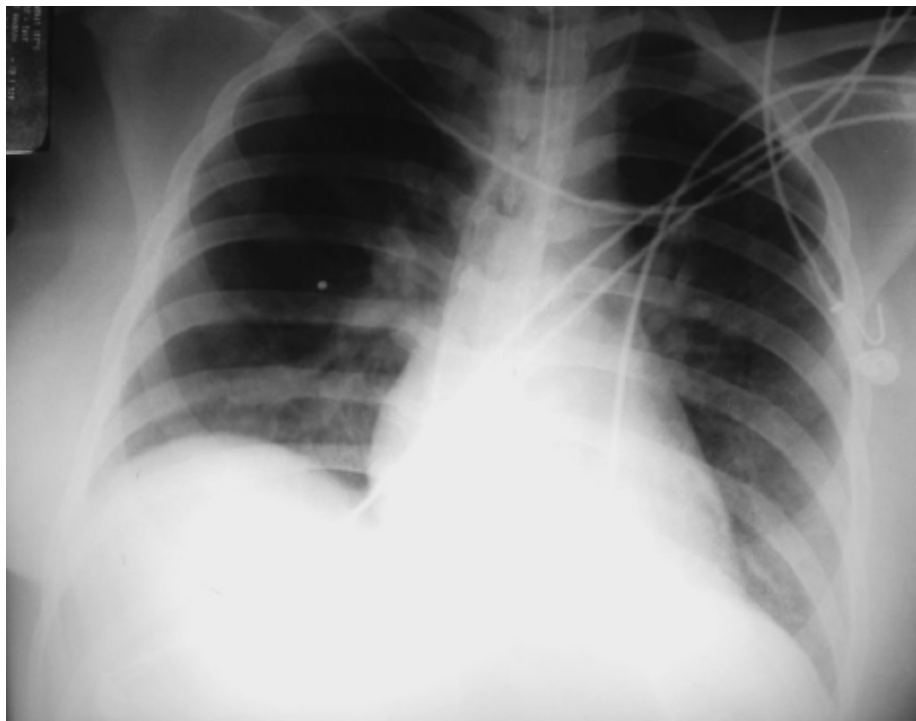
Radiografia de tórax obtida em decúbito dorsal que evidencia posicionamento adequado da ponta da cânula traqueal.
